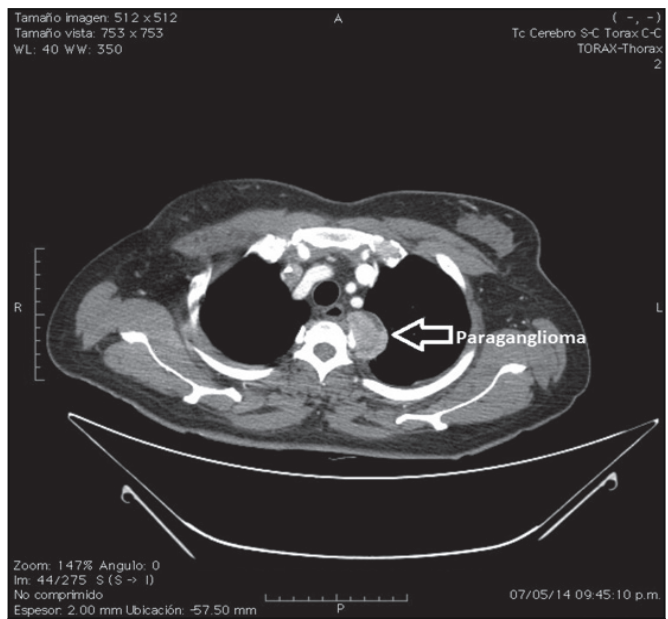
TAC de tórax que muestra la lesión tumoral de 35 mm de diámetro, compatible con un paraganglioma.
